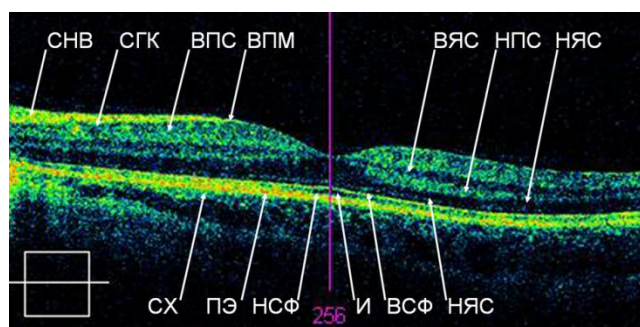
Нормальная томограмма сетчатки.
